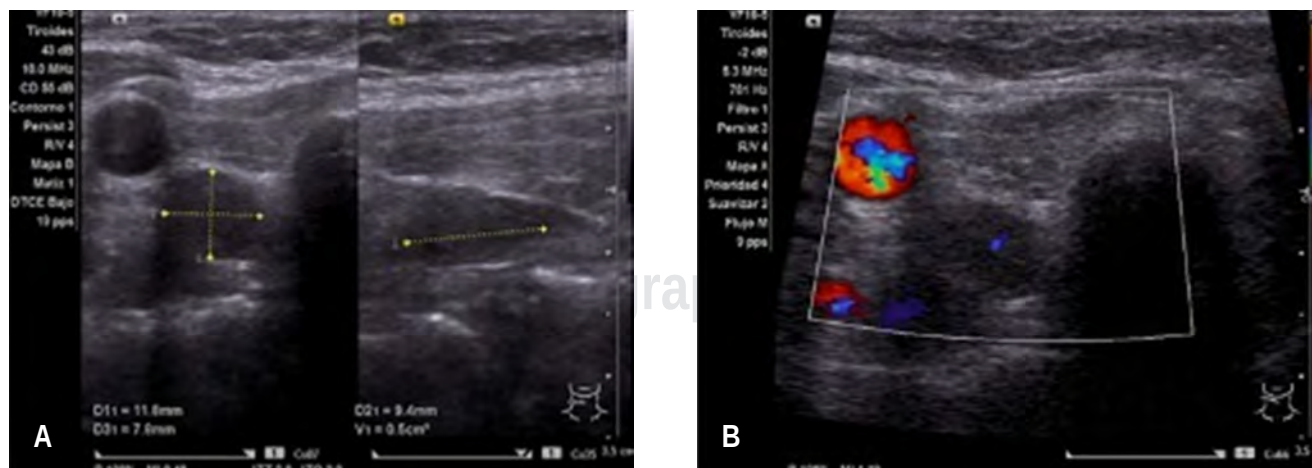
A) Ultrasonido tiroideo, B) adenoma paratiroides de 1.7 × 1.0 cm y 1.1 g.
